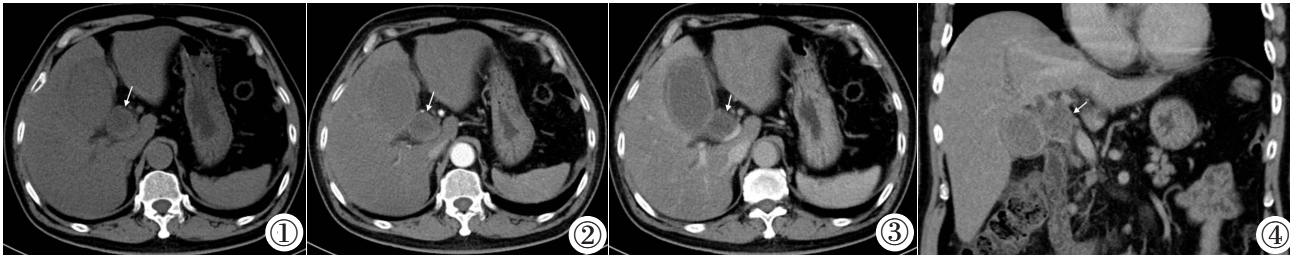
CT 平扫示胆囊体积增大,壁增厚,肝门部结节状稍低密度灶,边界较清晰。图 2 增强 CT 动脉期示病灶壁轻度强化,其内亦见轻度强化的分隔。图 3,4 增强 CT 门脉期可见病灶壁及其分隔持续强化。
